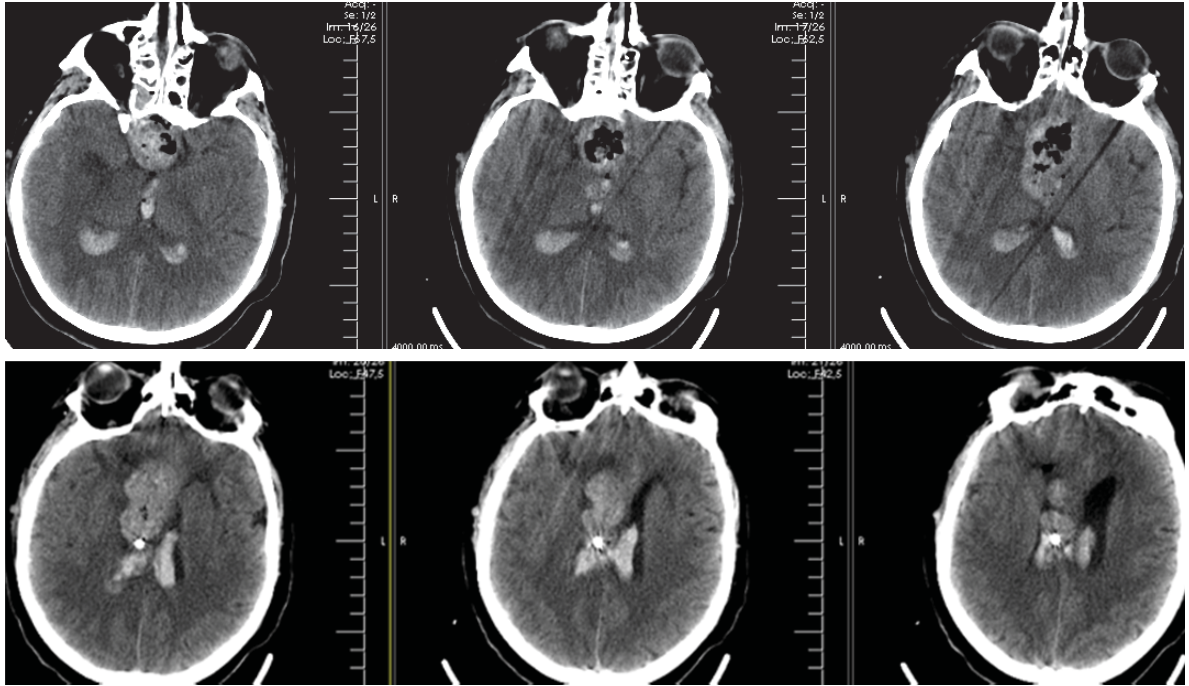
КТ-контроль головного мозга. Кровь в IV, III желудочках и задних рогах боковых желудочков, небольшая имбибиция кровью ложа опухоли и экстракапсулярно
